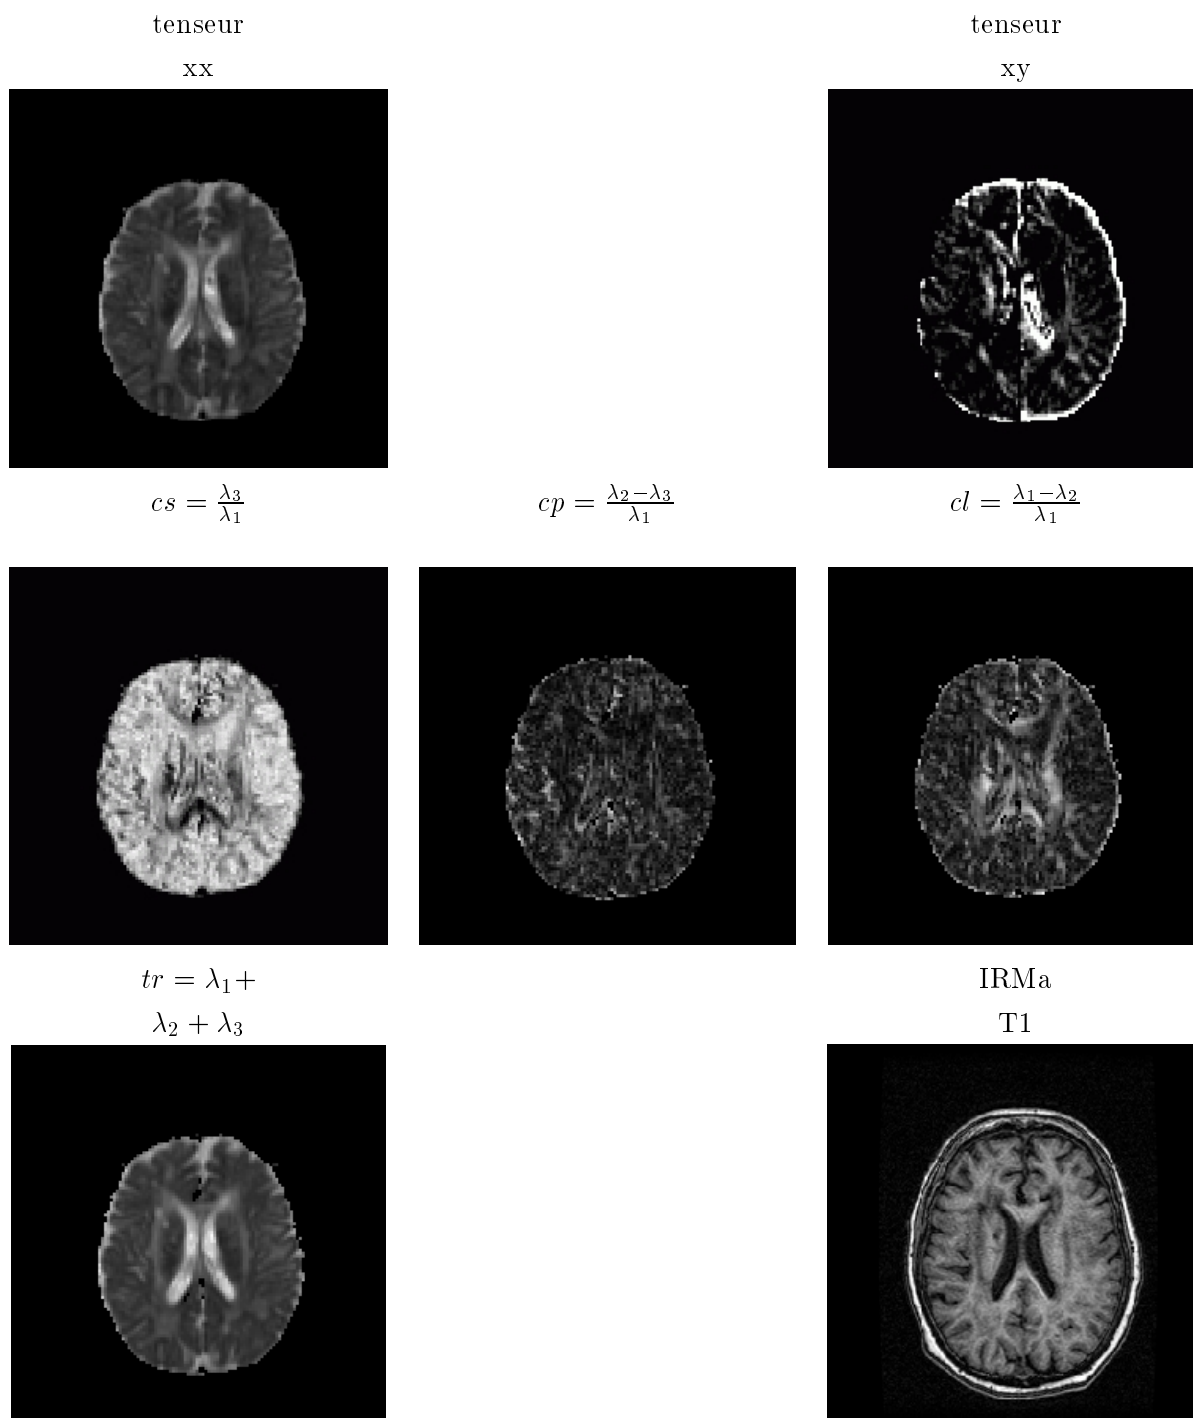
De gauche à droite : deux composantes du tenseur de diffusion sur les six existantes, le tenseur de diffusion est une matrice  $3 \times 3$  symétrique ; les trois valeurs  $cs$ ,  $cp$  et  $cl$  (valant entre 0 et 1) dépendant des valeurs propres du tenseur de diffusion et exprimant l'aspect sphérique, planaire et linéaire de l'ellipsoïde 3D représentant le tenseur ; la trace du tenseur de diffusion, qui ressemble beaucoup à une IRM anatomique T2 ; une IRM anatomique T1 du même patient. Dans notre exemple, nous cherchons à recalcr puis à fusionner le tenseur de diffusion et l'IRM anatomique en tout point ; c'est à partir de la trace du tenseur et de l'IRM pondérée en T1 que nous allons calculer une transformation.
